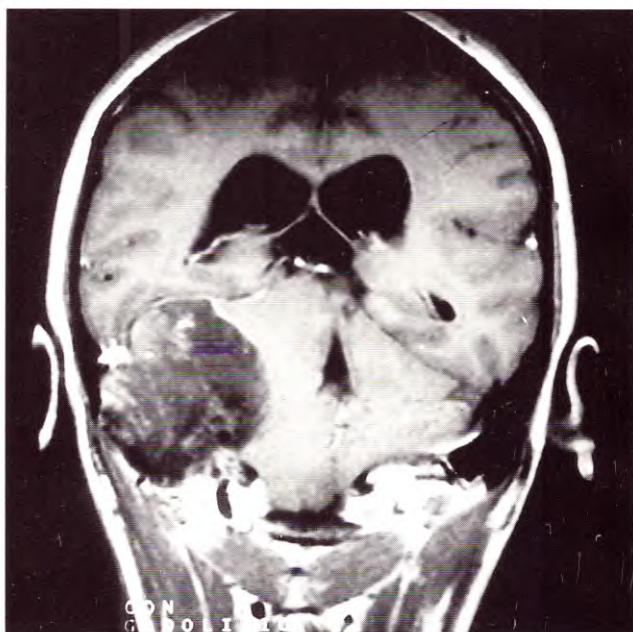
(Caso 2). IRM: tumor hipointenso en el ángulo pontocerebeloso derecho, con osteólisis de peñasco y escama occipital.
